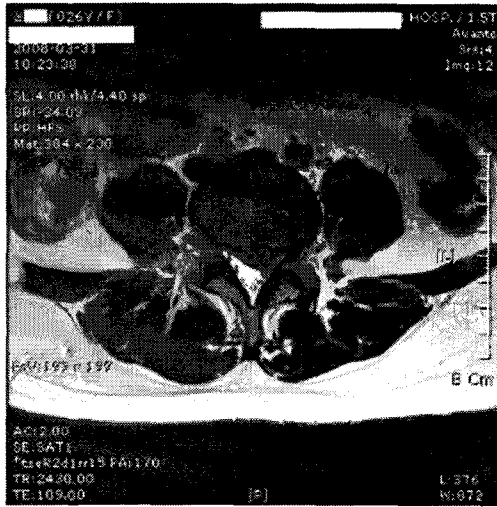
L4/5 Axial Image of L-Spine MRI in Case 2
